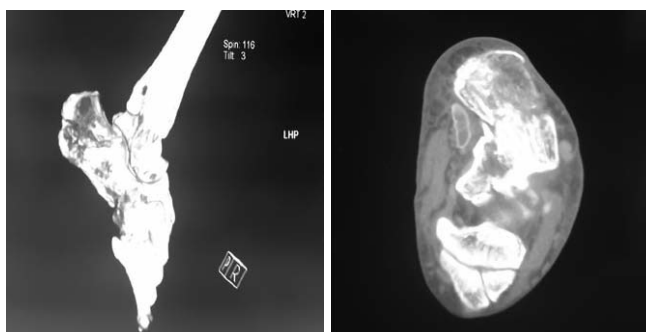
б. Магниторезонансная томография пяточной кости той же больной. Через 1 месяц после травмы и введения КоллапАн-геля. Костная мозоль удовлетворительная.
